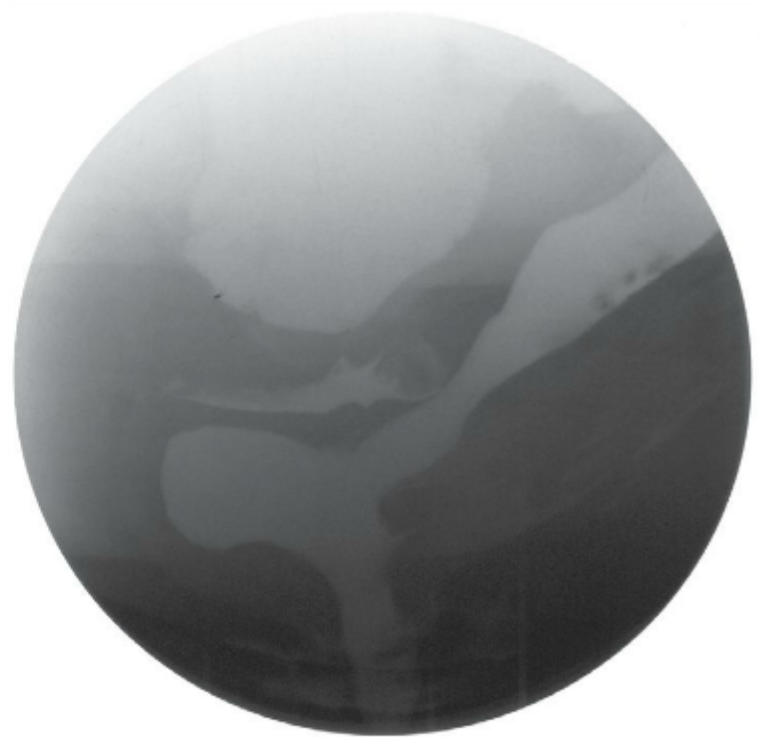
Radiografia com triplo contraste demonstrando uma grande retocele anterior. O material de contraste também é observado na vagina e no intestino delgado.
